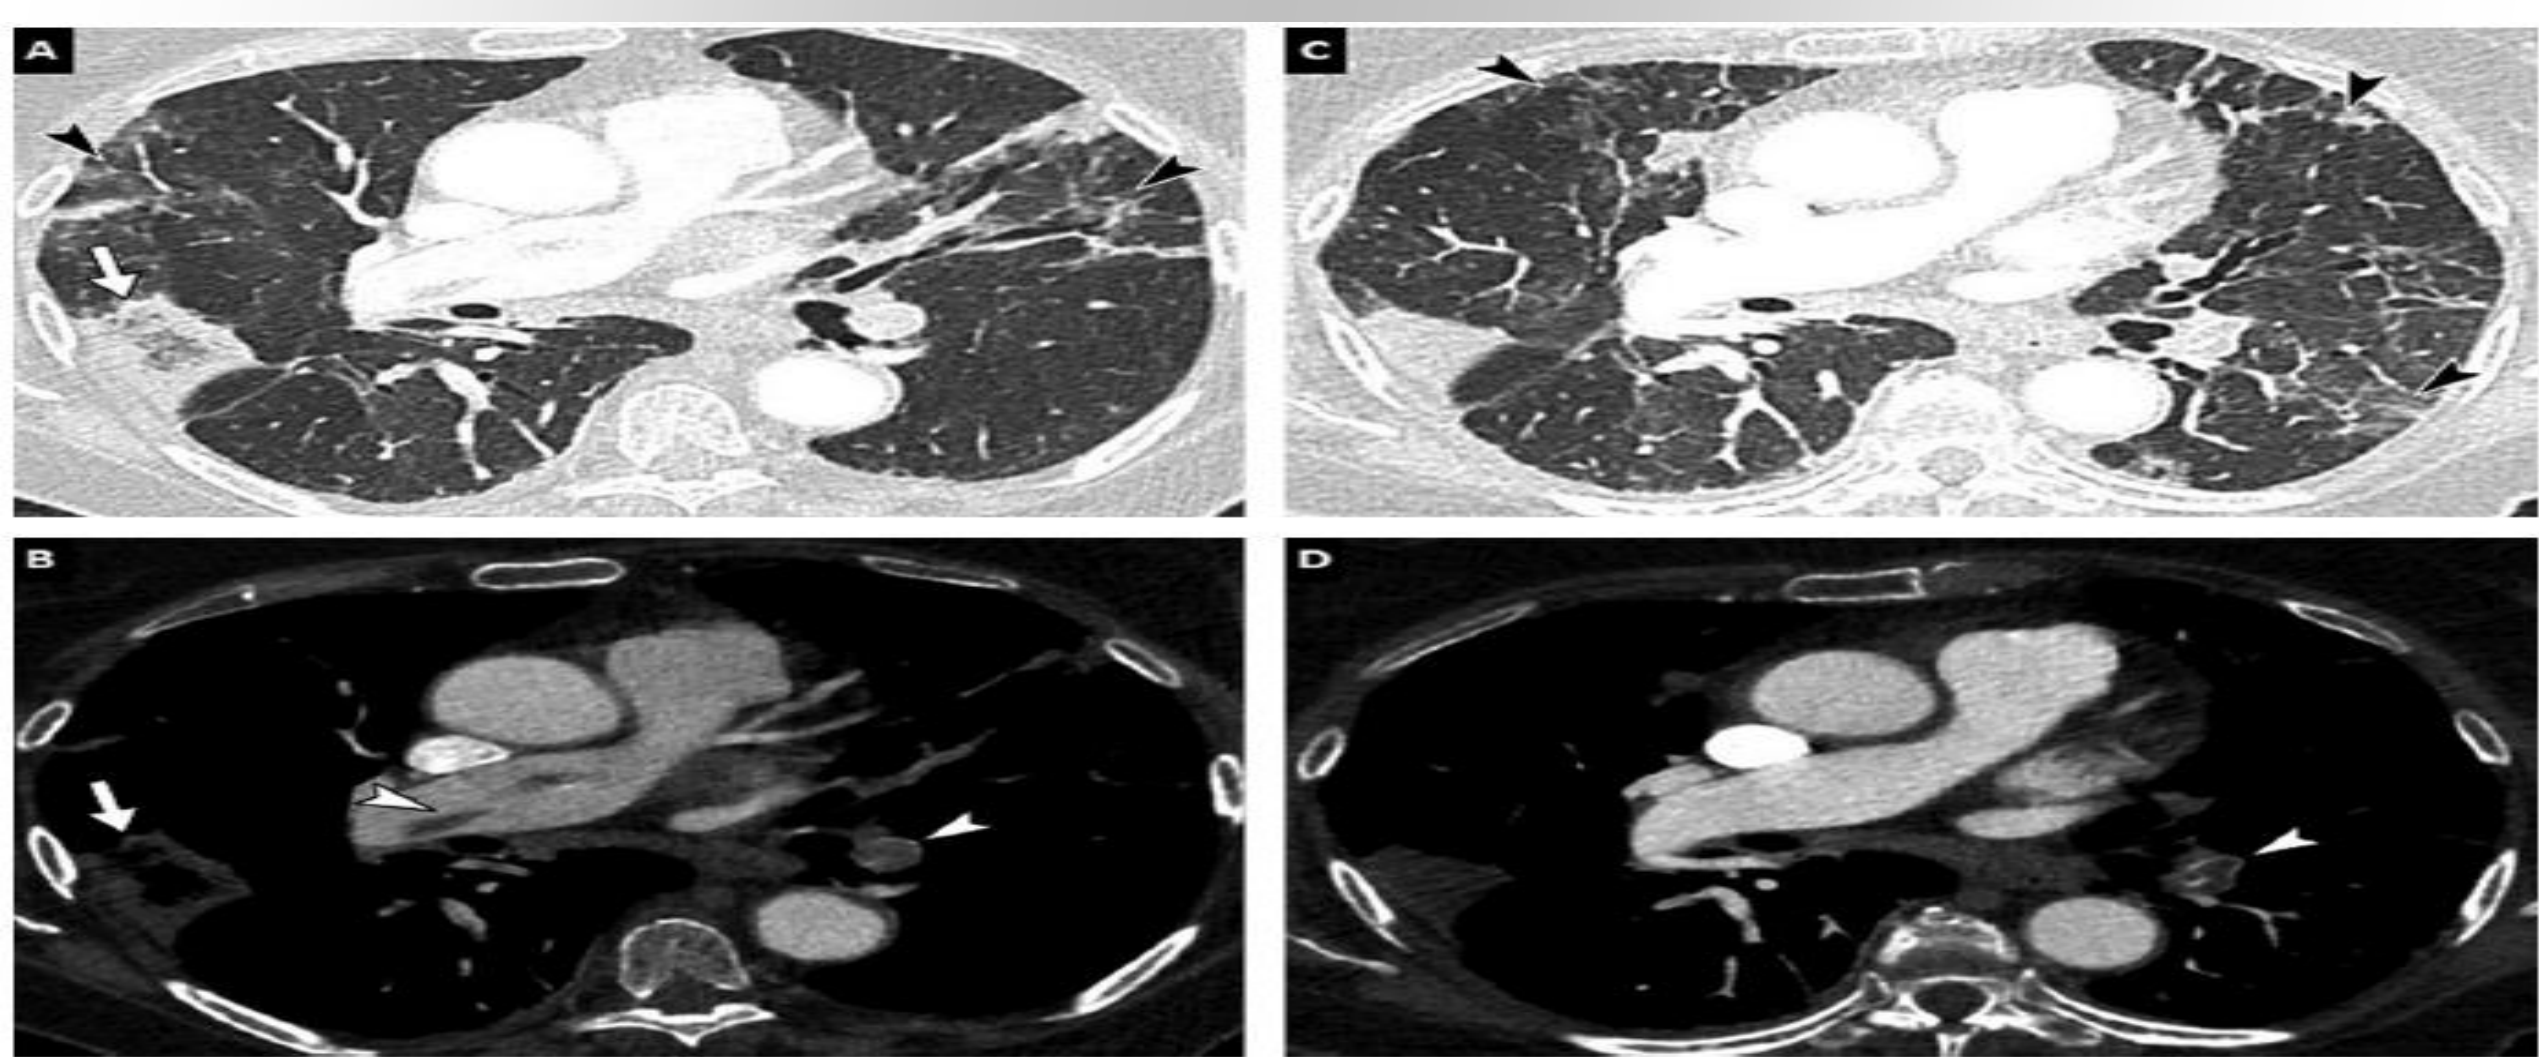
74-year-old woman with COVID-19 pneumonia. (A, B) Baseline CT images obtained after intravenous administration of contrast material show peripheral ground-glass opacities (black arrowheads), bilateral proximal pulmonary embolism (white arrowheads) and a quadrangular well-demarcated subpleural consolidation containing central lucencies corresponding to a pulmonary infarction (arrow). (C, D) Follow-up CT images obtained 7 days later show progression of COVID-19 pulmonary lesions with reticulations, fibrotic streaks and architectural distortion (black arrowheads) and persisting thrombus (white arrowhead).
